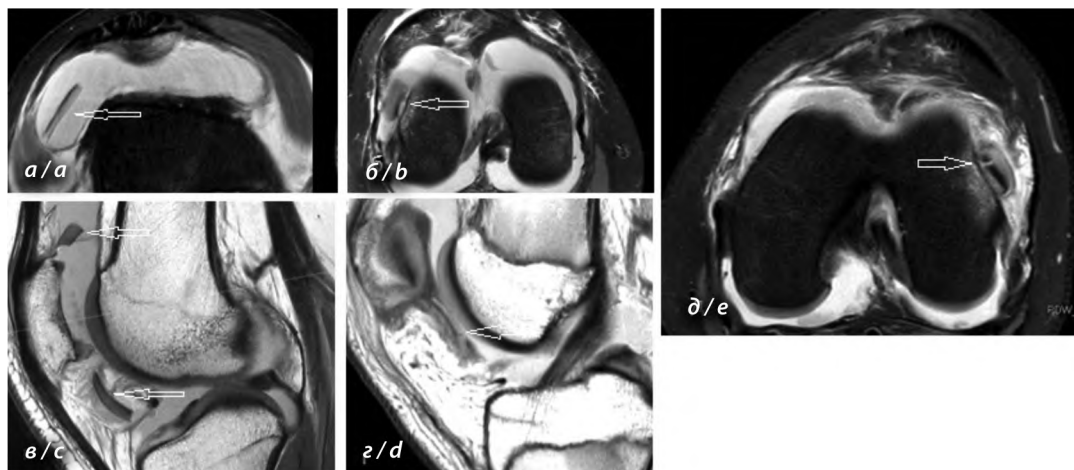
МРТ коленного сустава, аксиальные срезы PD-SPAIR (а, б, д), сагиттальные срезы PDWI (в, е). Свободные «свежие» КХФ в полости коленного сустава.
